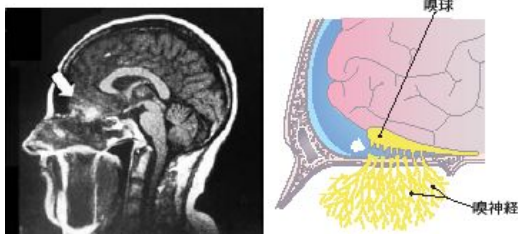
頭部外傷後の嗅覚脱失例の脳 MRI 所見(左図・矢印が傷害箇所)と頭部外傷時の嗅神経切断のシエマ(右図)
